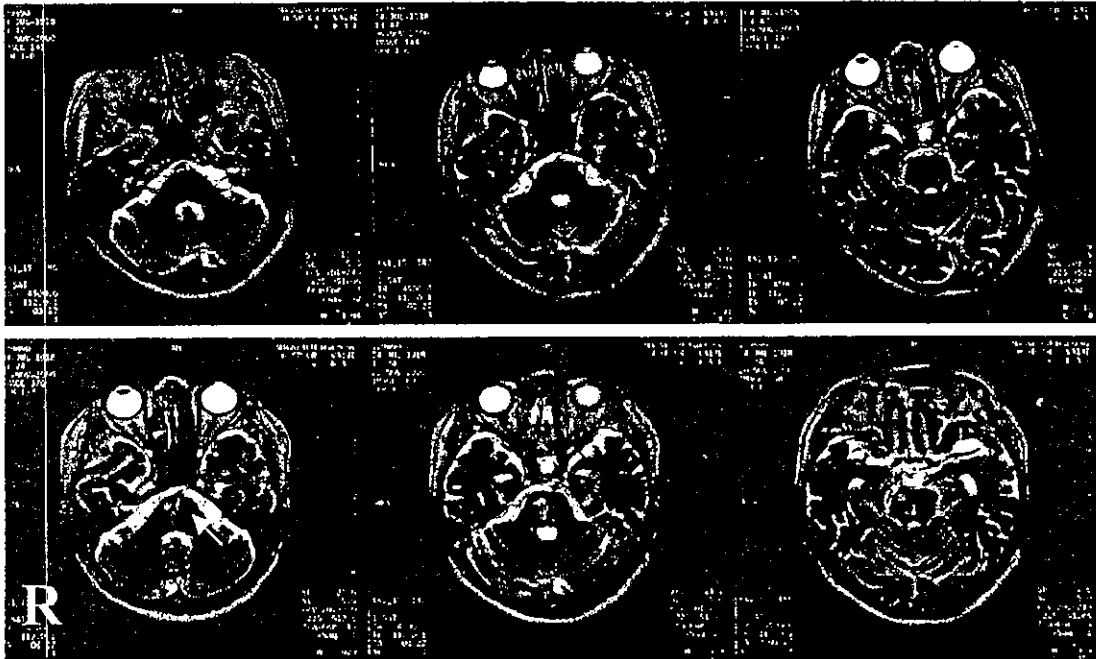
入院時(上段)および入院後15日目(下段)の頭部MRI(T₂強調画像)
